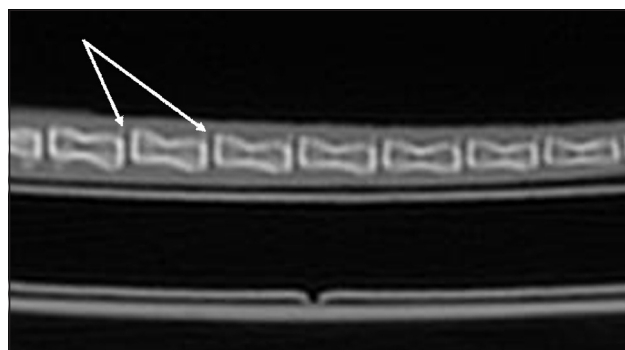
КТ-зображення хвостового відділу хребта щура на 60-у добу після введення фізіологічного розчину. Спондилолітез, стрілкою вказано МХД Сс_{VI-VII}
